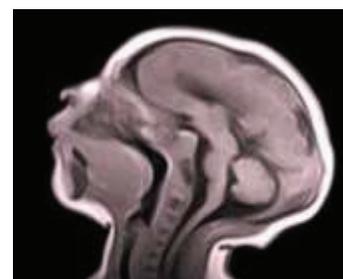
IRM cérébrale coupe sagittale :séquence flair, agénésie du corps calleux
